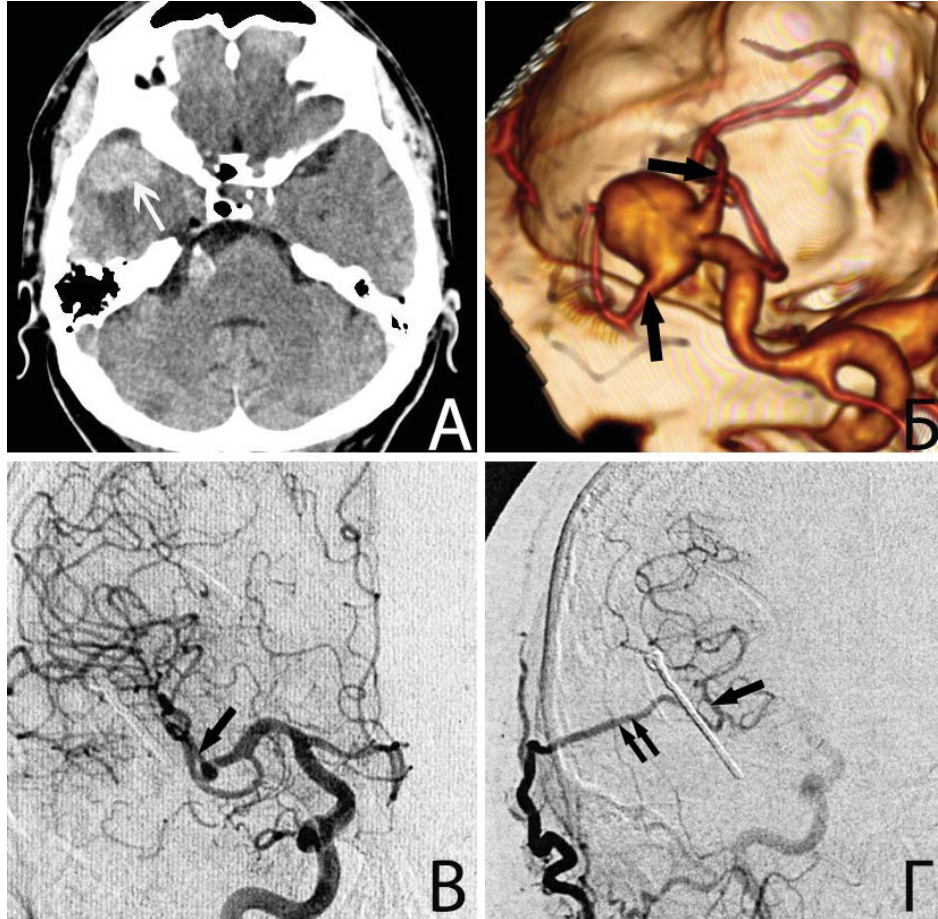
Спасительный анастомоз между поверхностной височной артерией и тромбированным после ТЭ и клипирования аневризмы М2-сегмента СМА у пациента Б., 56 лет. А. КТ до операции: видна тромбированная часть КА (указана белой стрелкой); Б. КТА до операции: видна функционирующая часть аневризмы бифуркации правой СМА. Черными стрелками указаны два М2-сегмента; В. ЦАГ п/о: при контрастировании бассейнов правых ВСА и СМА визуализируется только одна М2-ветвь, которую удалось сохранить в ходе операции (указана стрелкой); Г. ЦАГ п/о: при контрастировании бассейна правой наружной сонной артерии отмечается контрастирование тромбированной в ходе операции М2-ветви (указана стрелкой) за счет анастомоза с поверхностной височной артерией (указана двумя стрелками)
